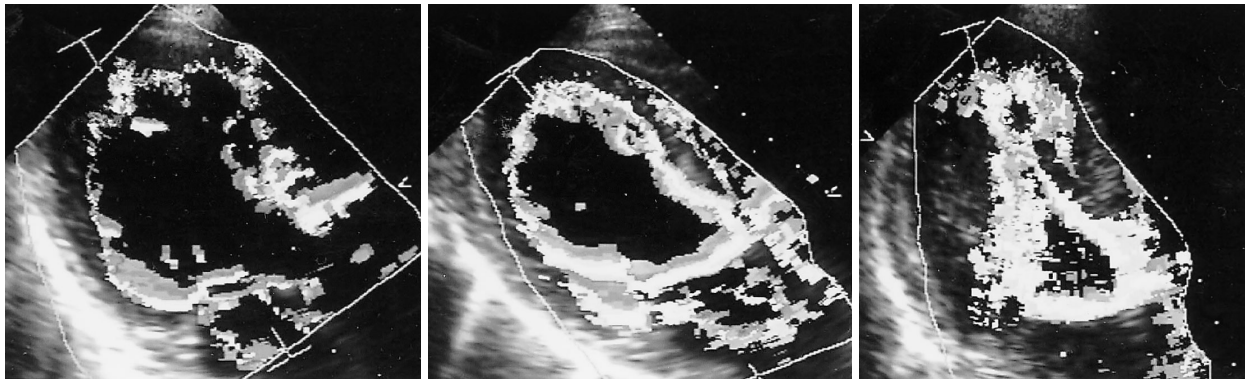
Case 1. Echocardiograms by the color kinetics method from the long-axis view
